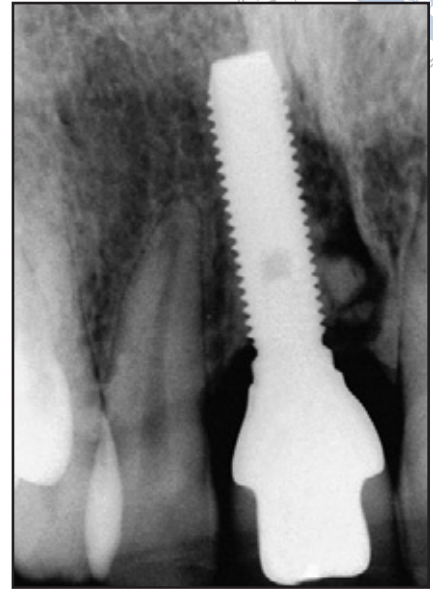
und 7b (links) Röntgenbild und (oben) klinisches Foto von der Krone und der gingivalen Kontur nach 8 Jahren.
